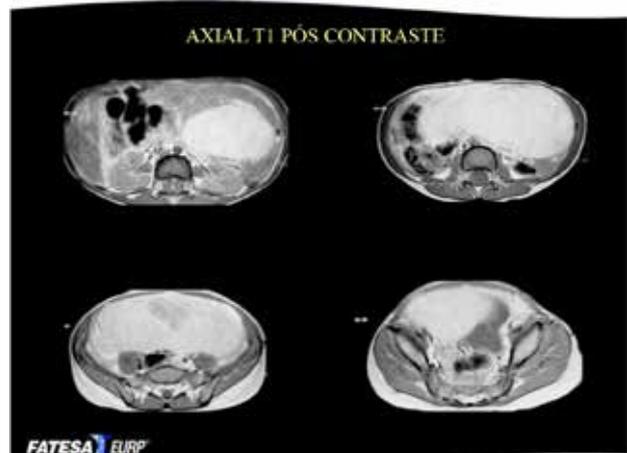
Exámenes complementarios: el uso de la resonancia magnética en la evaluación de la masa ovárica.
